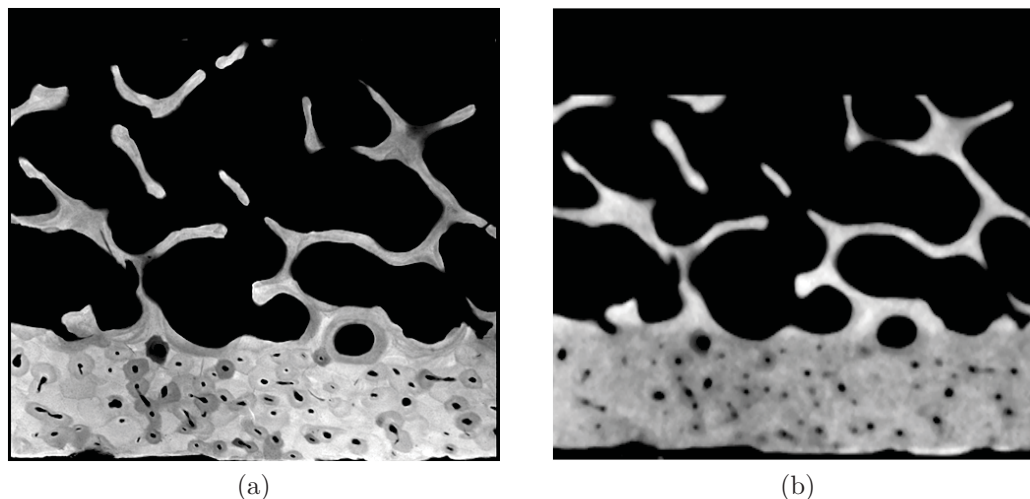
Comparaison entre les images issues de deux modes d'acquisition d'une section de biopsie de crête iliaque : (a) microradiographie quantitative présentant l'hétérogénéité de la minéralisation osseuse ; (b) moyenne des niveaux de gris suivant l'épaisseur du modèle 3D de la section d'os après acquisition par microtomographie (taille de voxels : $12 \mu m$). Au centre de l'image on peut observer une hétérogénéité similaire à celle observée par microradiographie.
